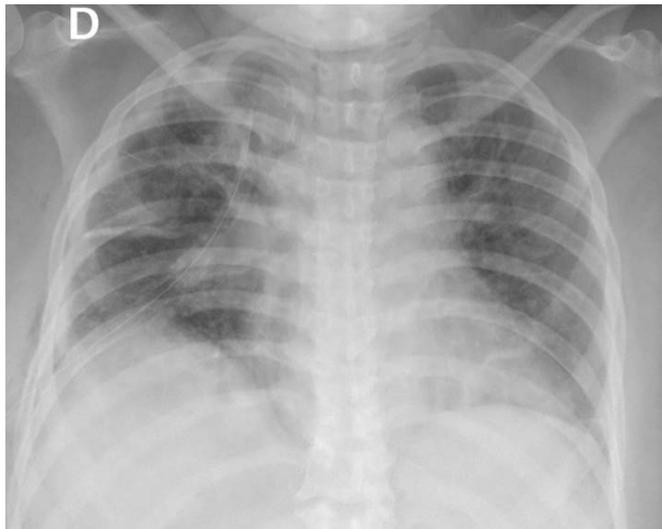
Radiografía de tórax. Se visualiza engrosamiento intersticial difuso, asociado a la presencia de áreas de aumento de la opacidad en vidrio esmerilado, con relación a cambios inflamatorios – infeccioso en curso, el cual es más evidente en el campo pulmonar derecho. Tubo de tórax cuyo extremo distal se visualiza en región apical derecha.
